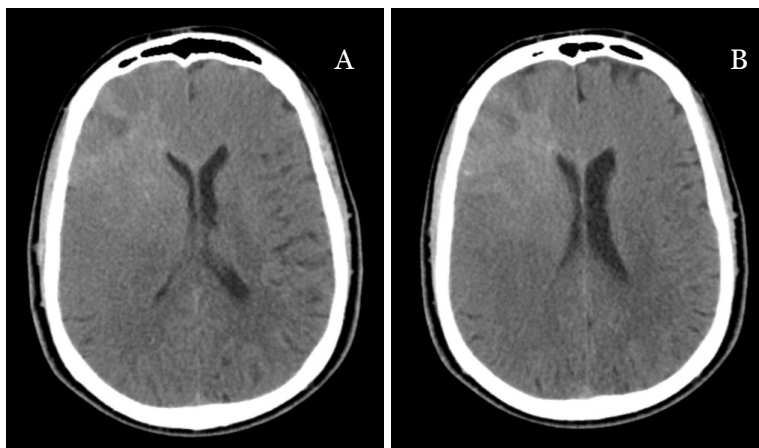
TC CE a 05/06/2019 no CHUCB (A-B: cortes axiais sem CEV). Visualiza-se extensa lesão cortico subcortical fronto insular direita, com repercussão profunda à região peri ventricular frontal e aos gânglios da base, de limites mal definidos e aspeto difuso.
